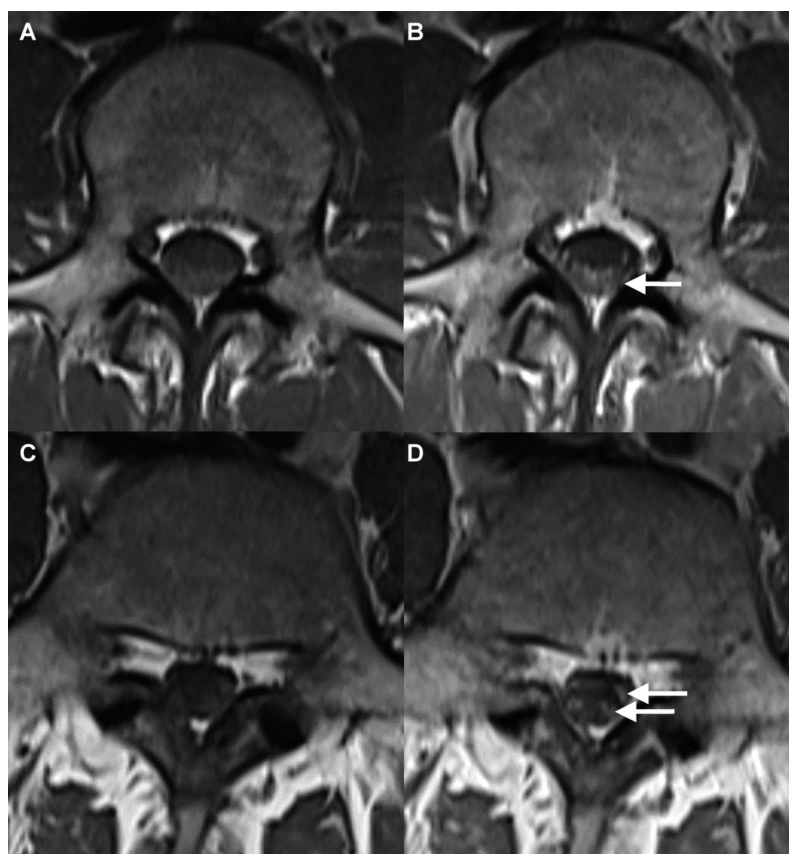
Spinal cord MRI.
